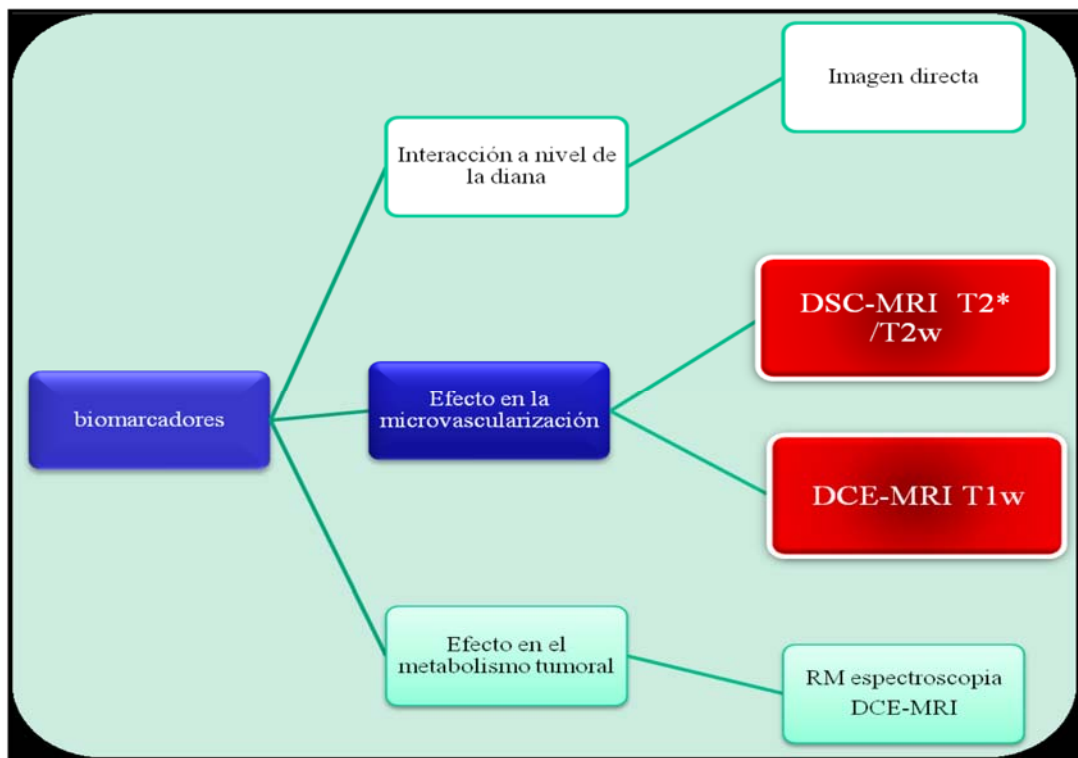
Biomarcadores en RM y su relación con la obtención de las imágenes en RM.
